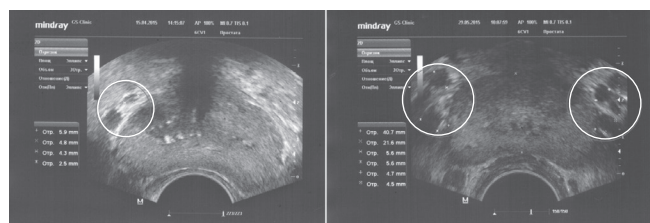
ТРУЗИ предстательной железы у пациентов с левосторонним (слева) и двусторонним варикоцеле (справа). Отмечается варикозное расширение вен парапростатического венозного сплетения на стороне локализации варикоцеле
